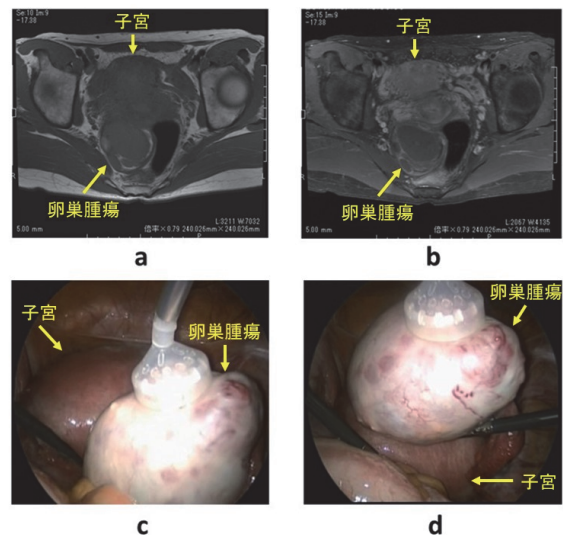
症例1の骨盤部単純MRI水平断T1強調画像(a)、T1強調脂肪抑制画像(b)、および術中所見(c, d)
